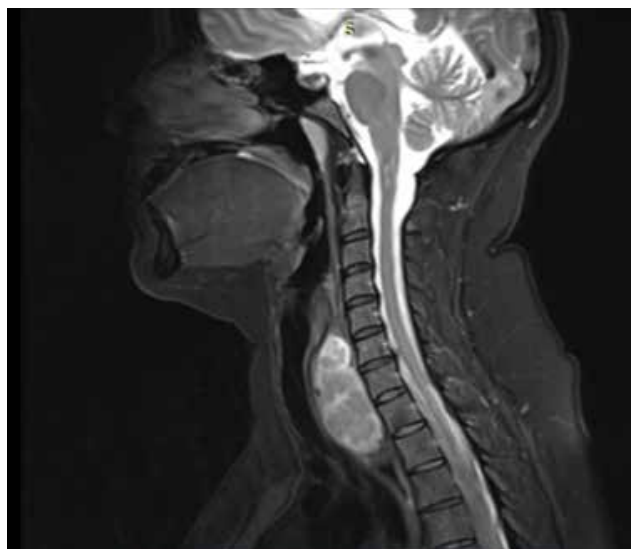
Аксиальное МРТ-изображение опухоли верхнего отдела пищевода
